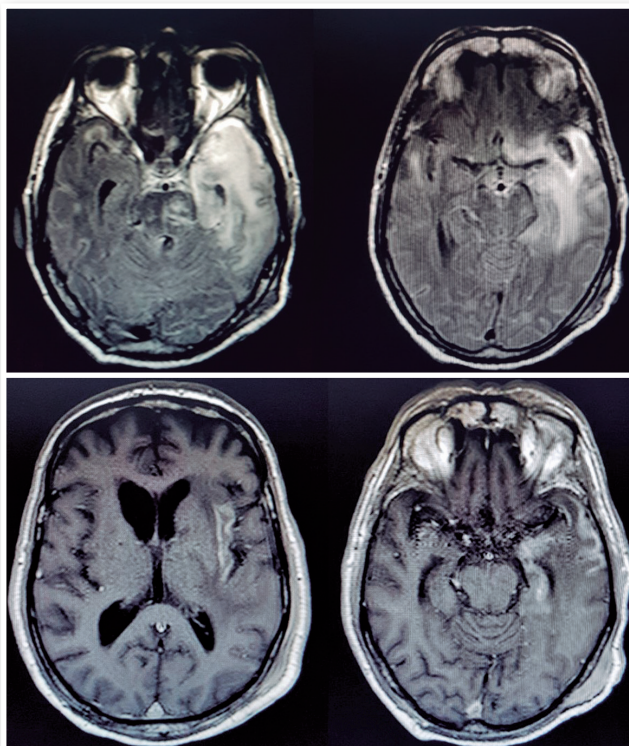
Alterações extensas de sinal córtico-subcortical frontal, insular, temporal, na ponte, pedúnculo cerebral e braço posterior da cápsula interna à esquerda, caracterizadas por realce pós-contraste em T1 e por hipersinal no FLAIR.
